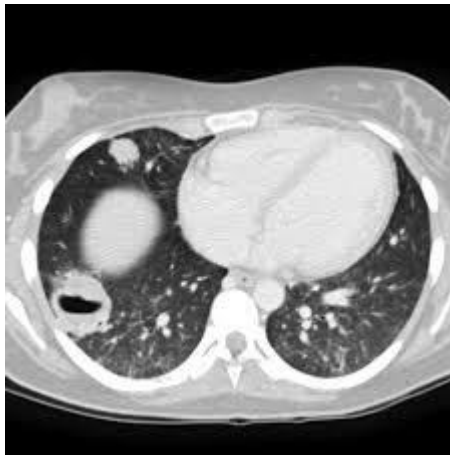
CT-thorax showing nodule in left lung and consolidation with air bronchogram in right lung
